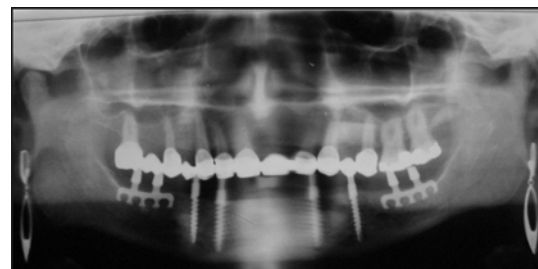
X-ray examination after 2 years
